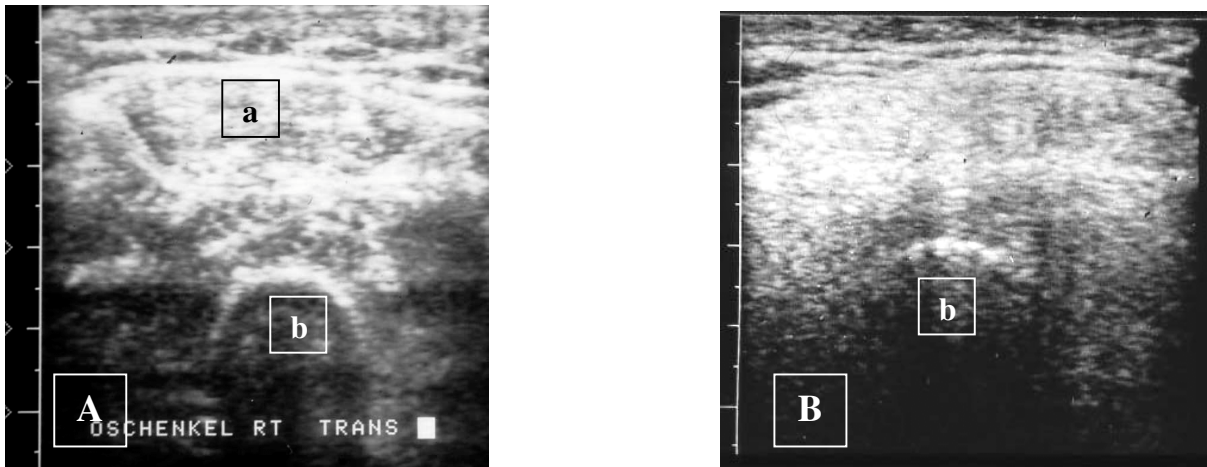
Sonographische, transversale Darstellung der Oberschenkelmuskulatur (A) eines 4 Jahre alten Kindes mit Becker-Kiener Muskeldystrophie (erhöhte Echogenität des Muskelgewebes, *M. rectus femoris* (a) noch abgrenzbar, Knochenecho (b) stellt sich deutlich dar) und (B) eines 3 Jahre alten Kindes mit Muskeldystrophie vom Typ Duchenne (stark erhöhte Echogenität des Muskelgewebes, Knochenecho (b) gerade noch darstellbar).
